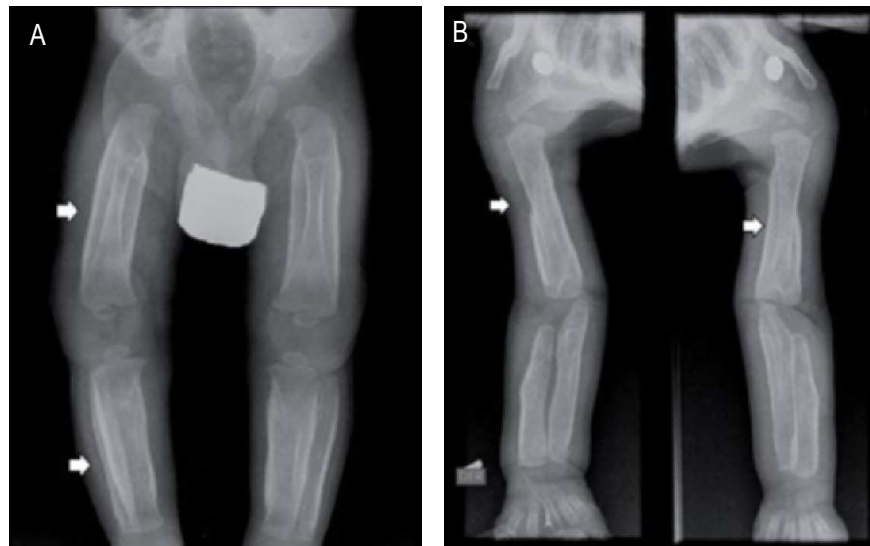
Radiografía de miembros inferiores (A). Radiografía de miembros superiores (B) de paciente de tres meses donde se observa importante hiperostosis reactiva de todas las corticales evaluadas (flechas blancas).
